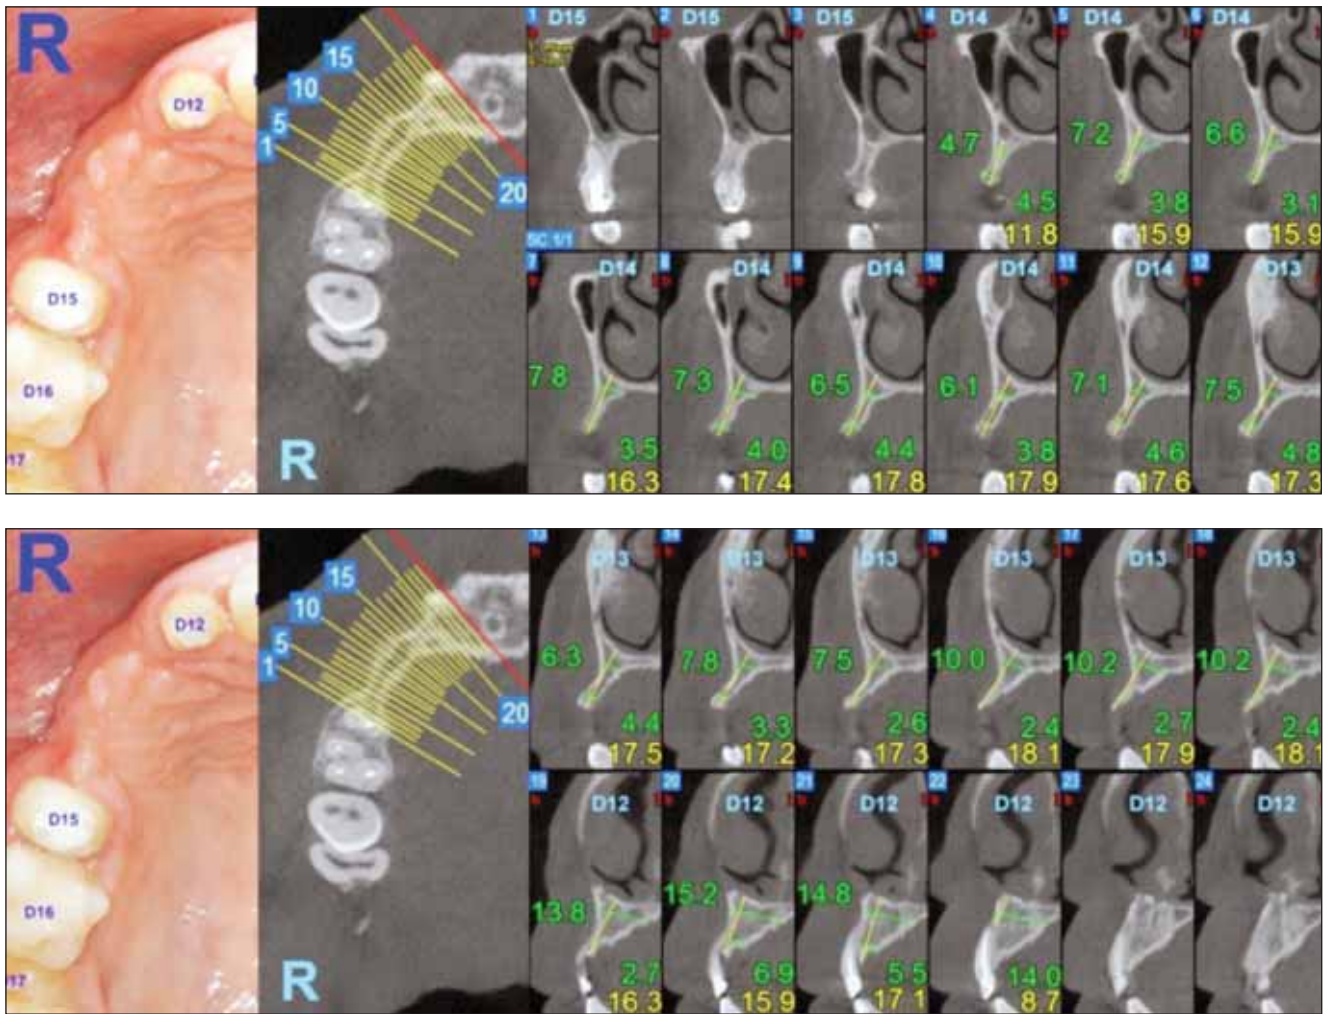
Examinarea CBCT
